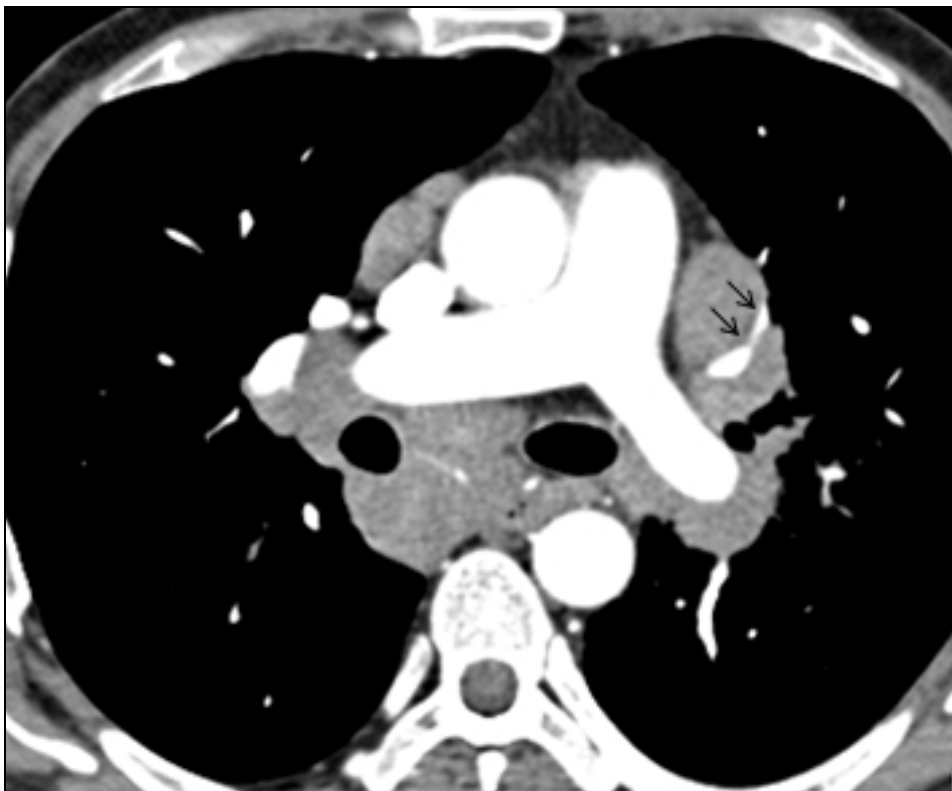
Transverse CT section obtained at the level of the right and left pulmonary veins in a 40 year-old male (mediastinal image).
